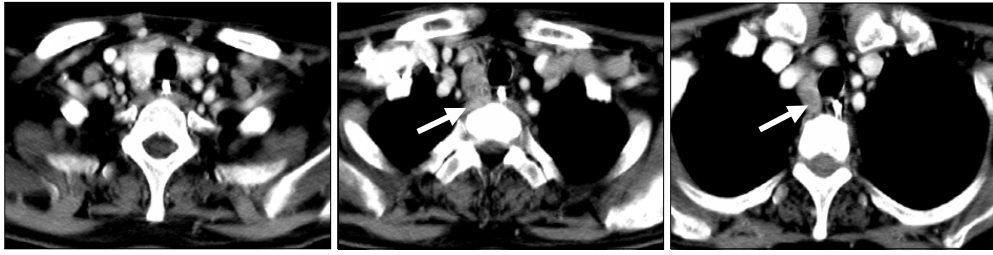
Preoperative neck CT scan(Axial). A mass is seen in inferior part of right thyroid gland (arrow).
